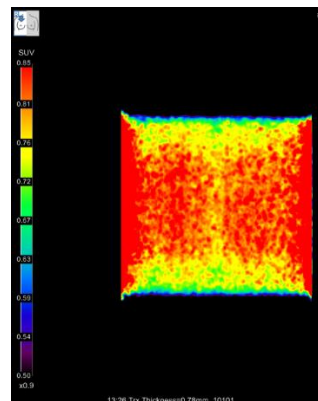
高濃度乳腺を模して 18F-FDG を通常より多く封入したファントム画像
